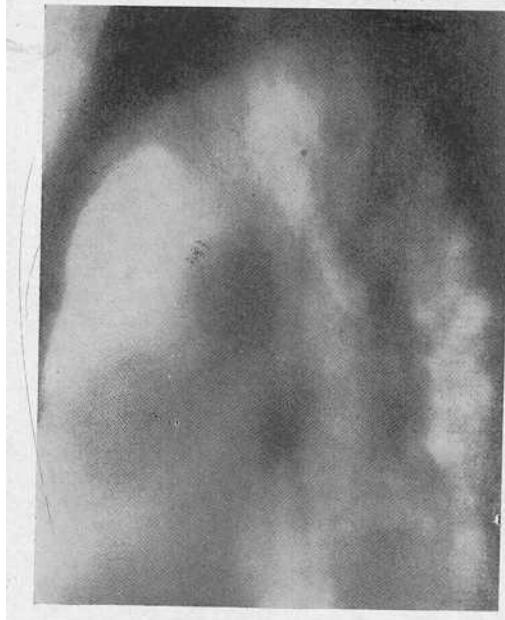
Боковая томограмма той же больной. Левое легкое состоит из множества кистоподобных полостей.
